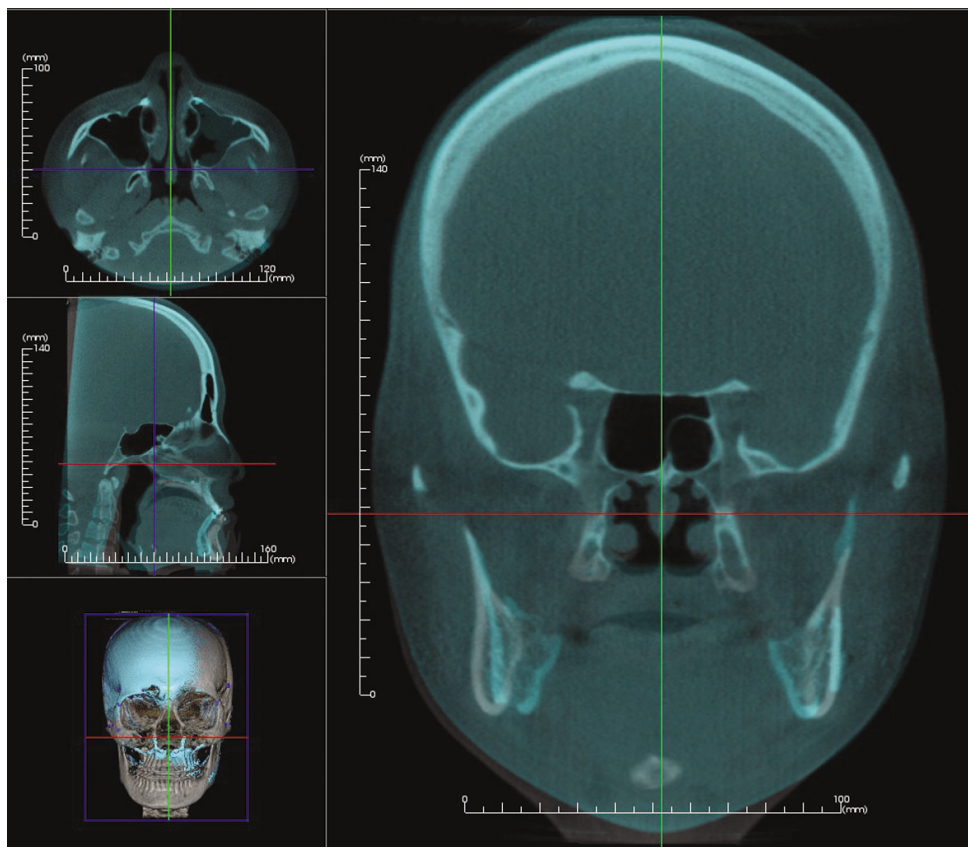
Superimposition of 3-dimensional computed tomography of preoperation and postoperation.
